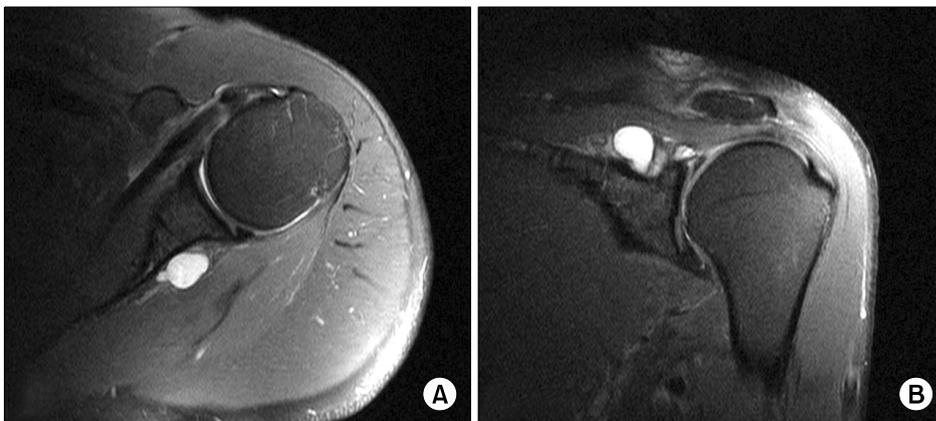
(A) Axial T2-weighted magnetic resonance image demonstrates medial dislocation of the long head of the biceps over an intact subscapularis tendon and a lobulated cystic mass around the spinoglenoidal groove. (B) Oblique coronal T2-weighted magnetic resonance image demonstrates a SLAP II lesion.
